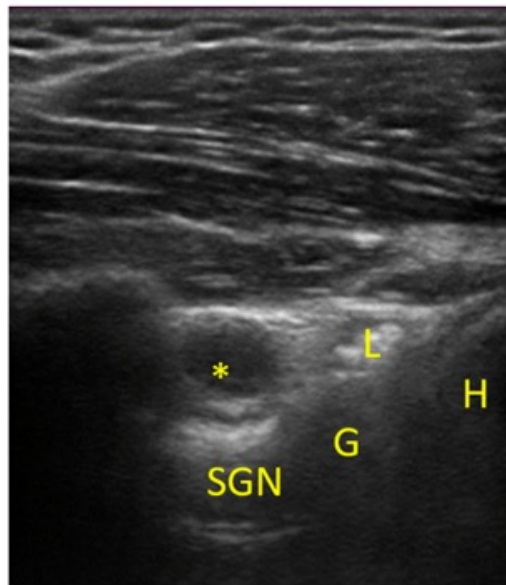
Sonographic appearance of a spinoglenoid cyst (*) relative to the humerus (H), glenoid (G), and spinoglenoid notch. The hypoechoic fluid of the cyst with the hyperechoic posterior acoustic enhancement beneath and the hyperechoic glenoid labrum (L) just distal to the cyst.
